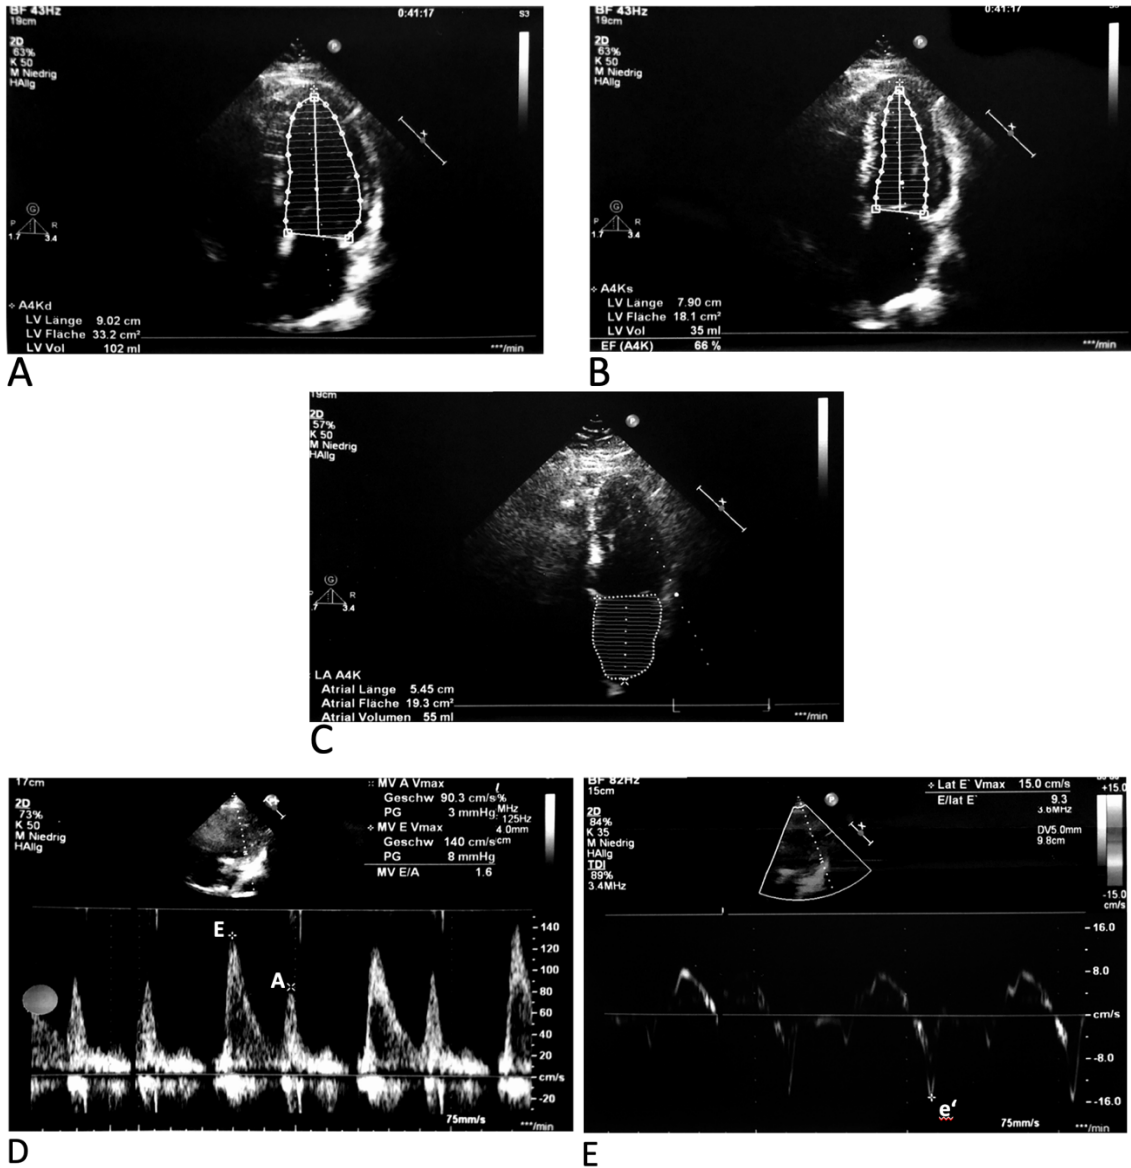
Echokardiographie – Schnitte mit Ermittlung der LVEF (linksventrikuläre Ejektionsfraktion), LAV (linksatriales Volumen), E/A, E/e'
